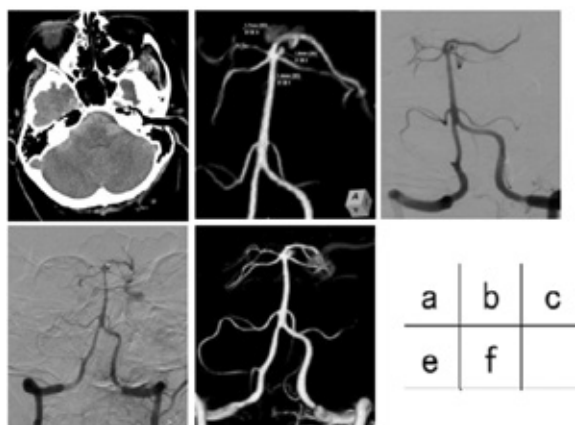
単純 CT + VR 像 + DSA 像
